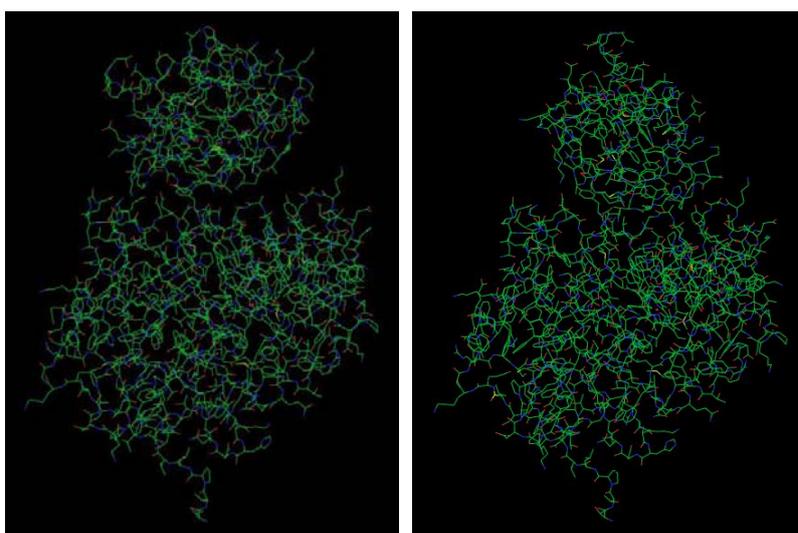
酵素-阻害剤複合体構造の予測結果 (左図: X線結晶構造、右図: 計算結果)
